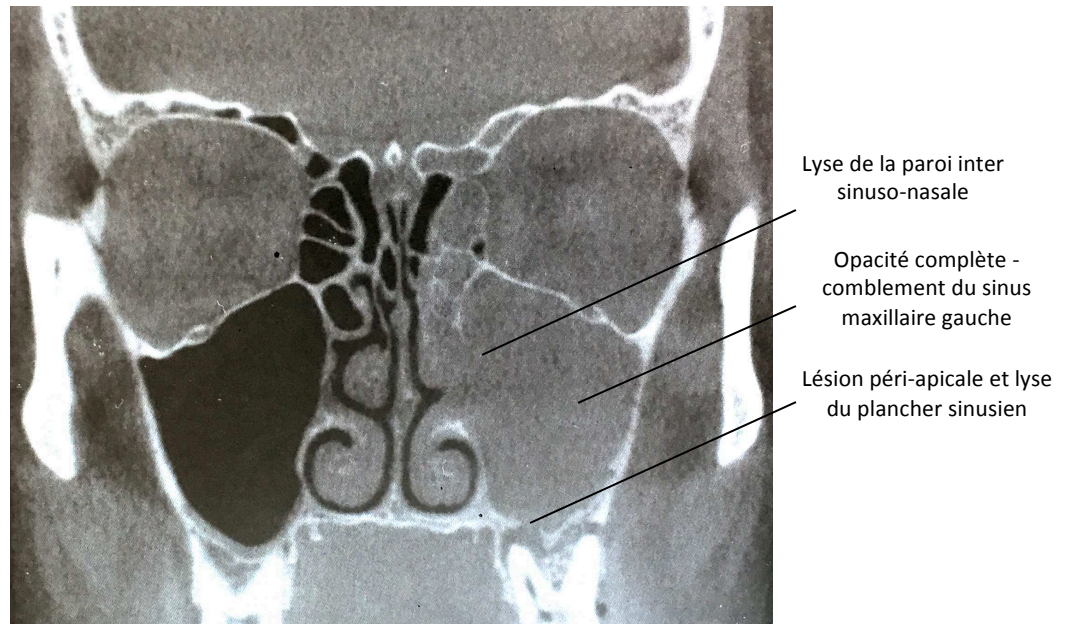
Image de CBCT permettant une visualisation du sinus maxillaire(24).
